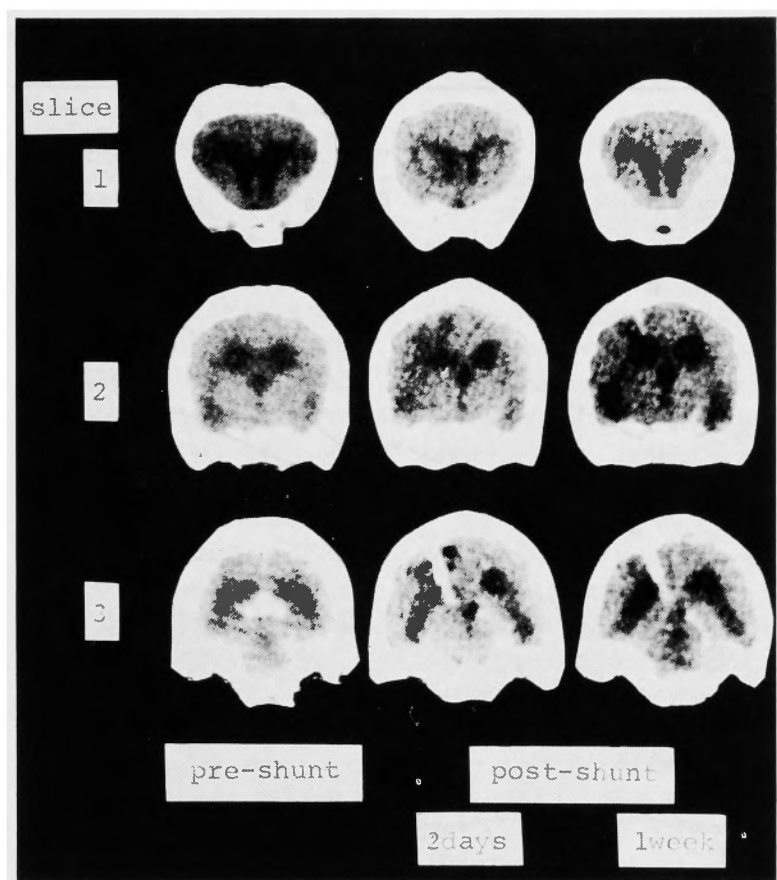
Observations made before and after shunting operation using CT scans (upper) and monitorings of EDP (lower). PVL immediately disappeared with the second day after operation, when EDP decreased accompanied by reduced ventricular size. On CT scans taken the first week after operation, PVL reappeared as a result of shunt malfunction, with an increase of epidural pressure and a ventricular enlargement.
